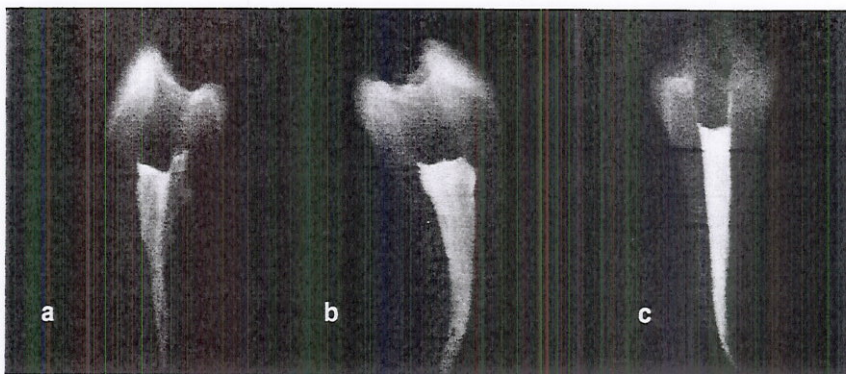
a) radiografia de pré-molar inferior no sentido MD, obturado pela técnica da Condensação lateral. Classificação: 3; b) radiografia de pré-molar inferior no sentido MD, obturado pela Técnica Híbrida de Tagger. Classificação: 2; c) radiografia de pré-molar inferior no sentido MD, obturado pela técnica do Sistema Thermafil. Classificação: 1.
